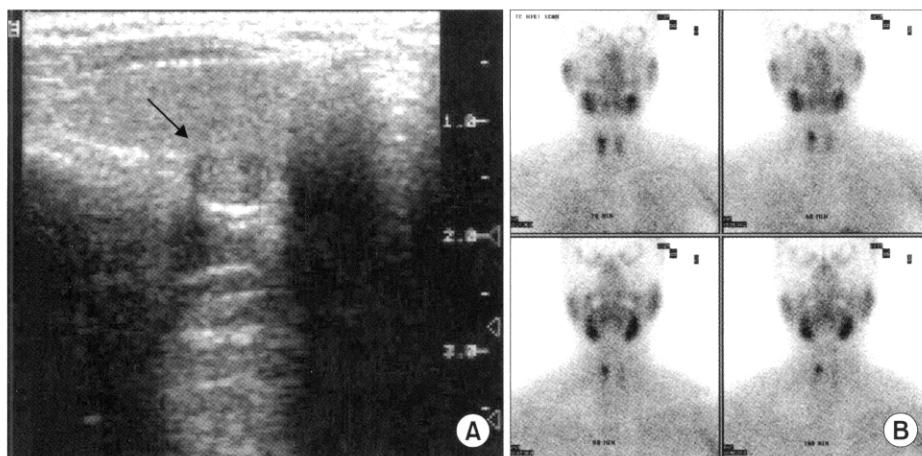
(A) Neck ultrasonography shows about 8 mm sized slightly hypoechoic nodular lesion in lower pole of right thyroid gland. (B) 99m Tc-sestamibi scan reveals an increased accumulation of radiotracer on right lower thyroid aspect, suggesting parathyroid adenoma.
